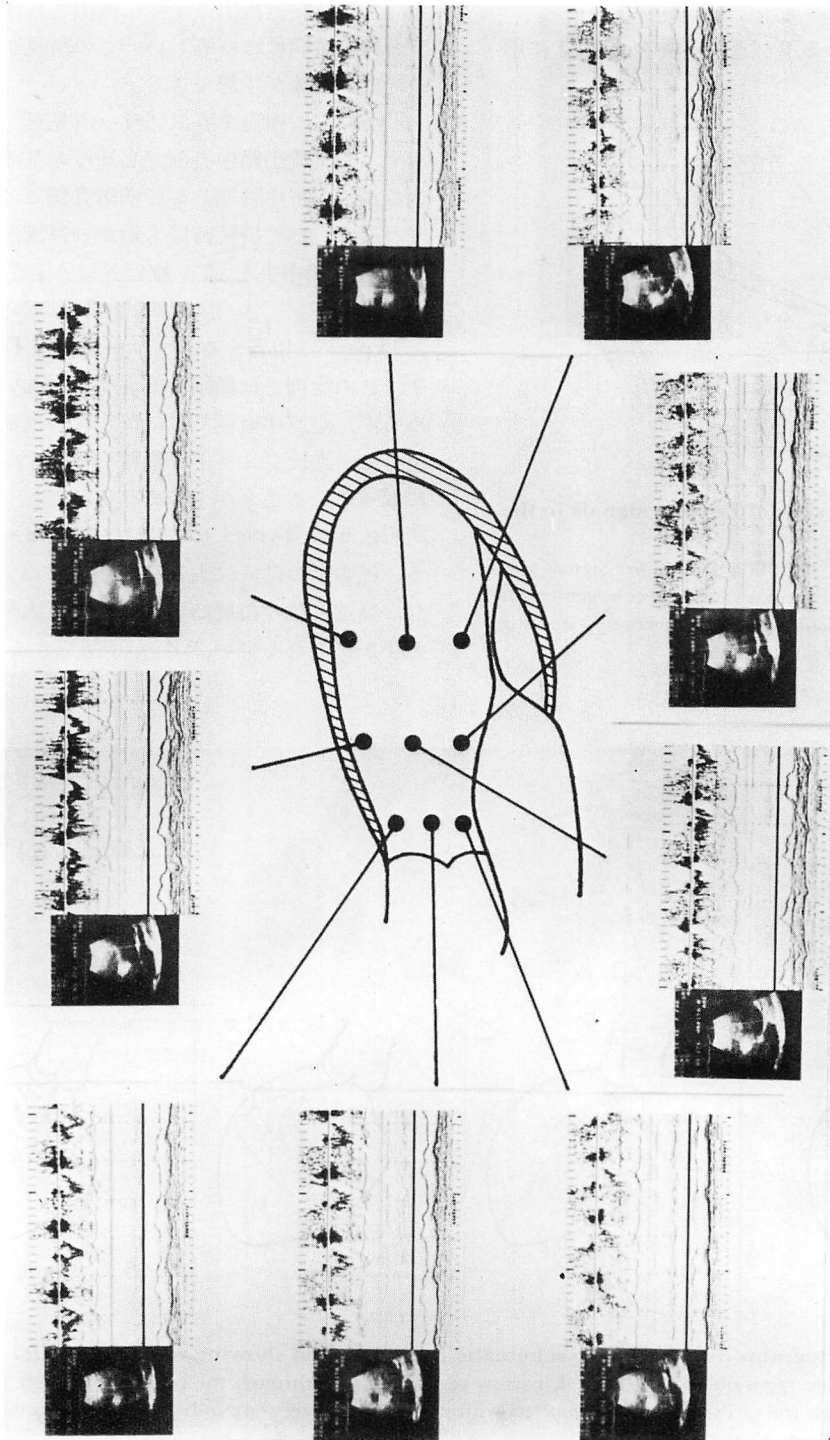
Pulsed Doppler echocardiographic (PDE) findings consistent with AOG Type 1.
